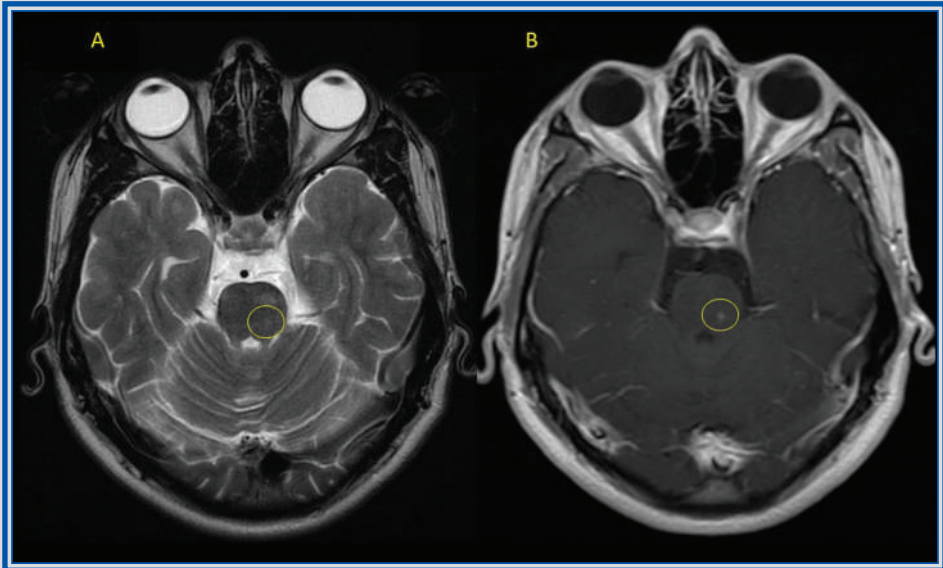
Capítulo 10. Resonancia magnética cerebral en cortes axiales que demuestra lesión redonda e hiperintensa en T2 (A), con realce poscontraste (B) en la región lateral izquierda de la protuberancia y ventral al piso del cuarto ventrículo, que corresponde a la localización del núcleo motor del nervio facial.
